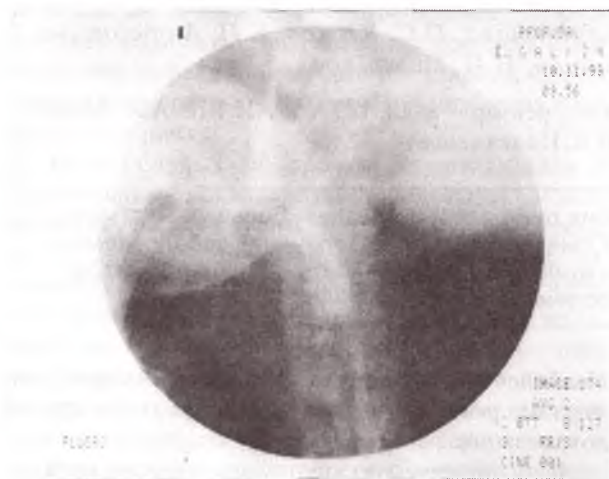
Рентгенограмма больной К. 46 лет с контрастированием пищевода, желудка и средостенного дренажа за 3 дня до его удаления.
